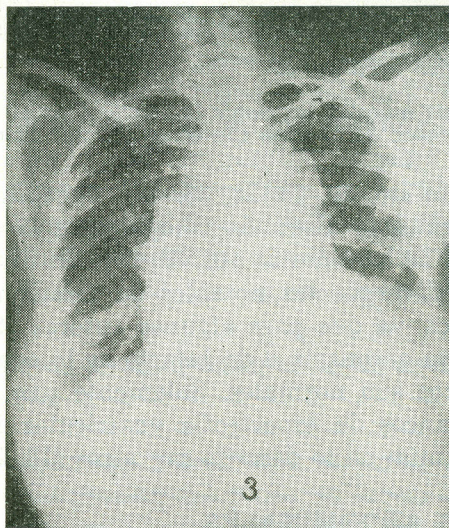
Radiografía postero-anterior del tórax, de una mujer de 40 años, que muestra notorio ensanchamiento de la aorta. A la autopsia se encontró disección aneurismática por degeneración medio-quistica, con ruptura hacia el pericardio y taponamiento.
